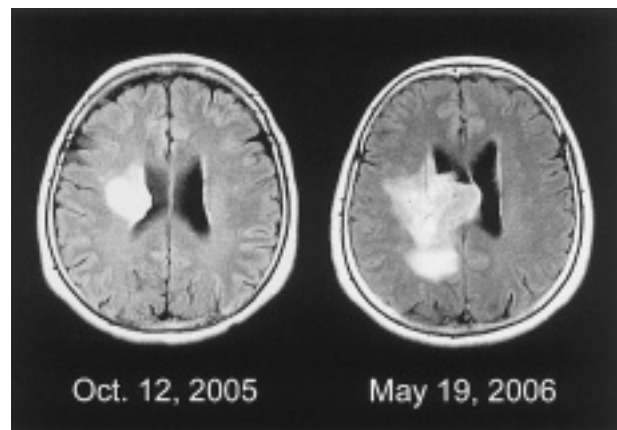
1回目術前および2回目術前のMRI FLAIR像.
